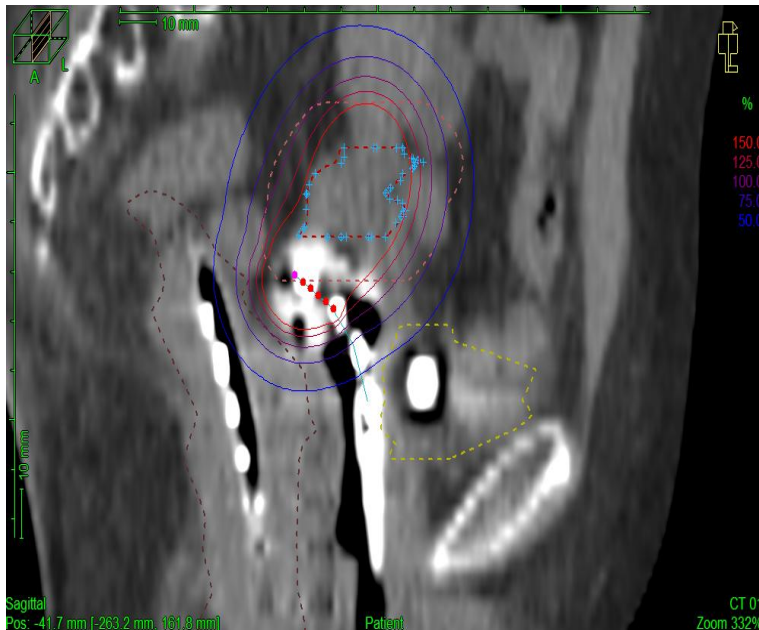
Dosimetría en implante guiado por TAC. Se observan los aplicadores así como el HRCTV (punteado azul) y la isodosis de 7 Gy (rojo).
